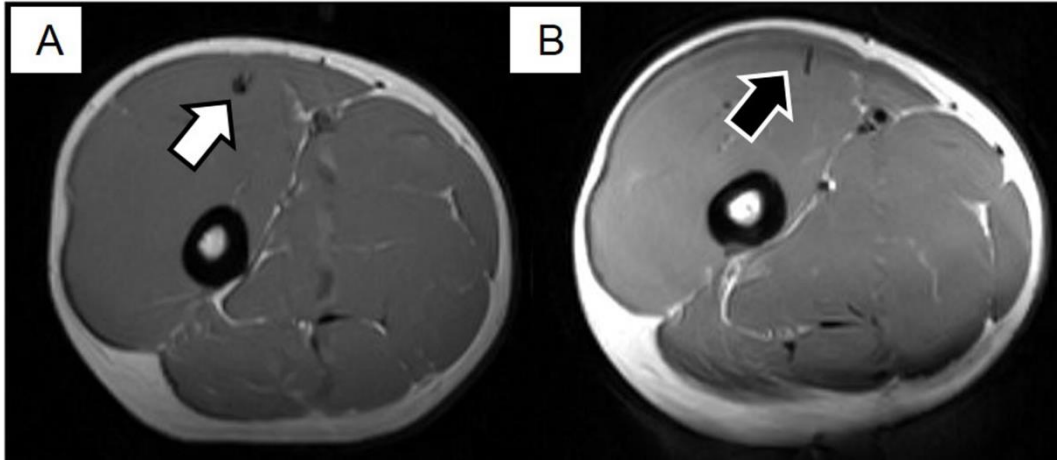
MRI の T1 強調体軸断画像の 1 例
